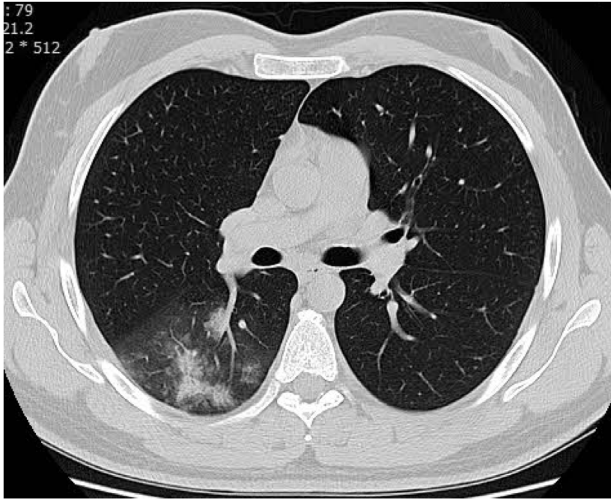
Una TC axial de tórax con ventana pulmonar sin contraste muestra combinación de GGO y consolidación en el campo pulmonar derecho en un paciente con neumonía por COVID-19.
